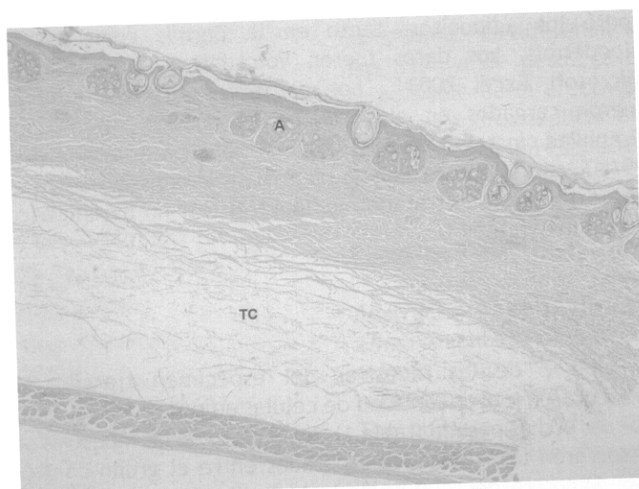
Muestra del grupo tratado (40 ×). A: adipocitos; TC: tejido conjuntivo.
